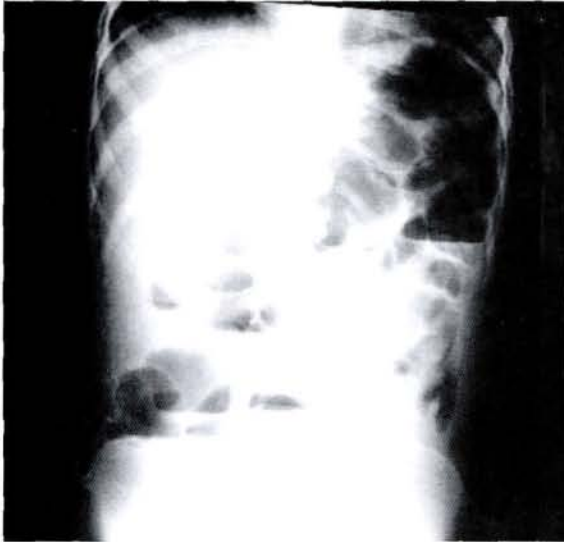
Radiografía simple de abdomen
